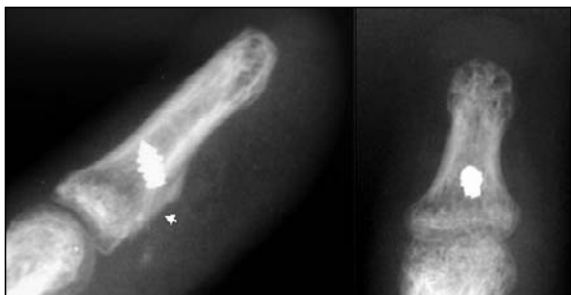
Radiografías postoperatorias inmediatas de frente y perfil de la falange distal, observándose la posición del arpón y el cruentado de la cortical palmar en la zona de inserción (flecha).
